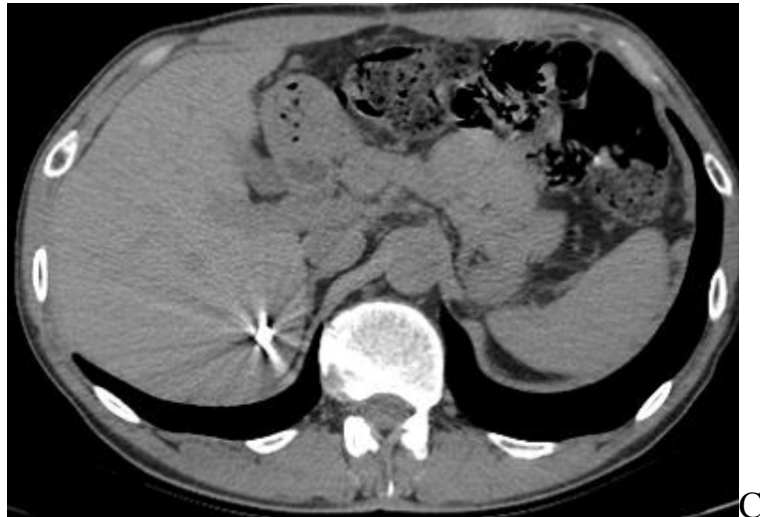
Вогнепальне поранення живота. На КТ видно множинні фрагменти металу у вигляді світяться структур розміром від 6 до 9 мм.
